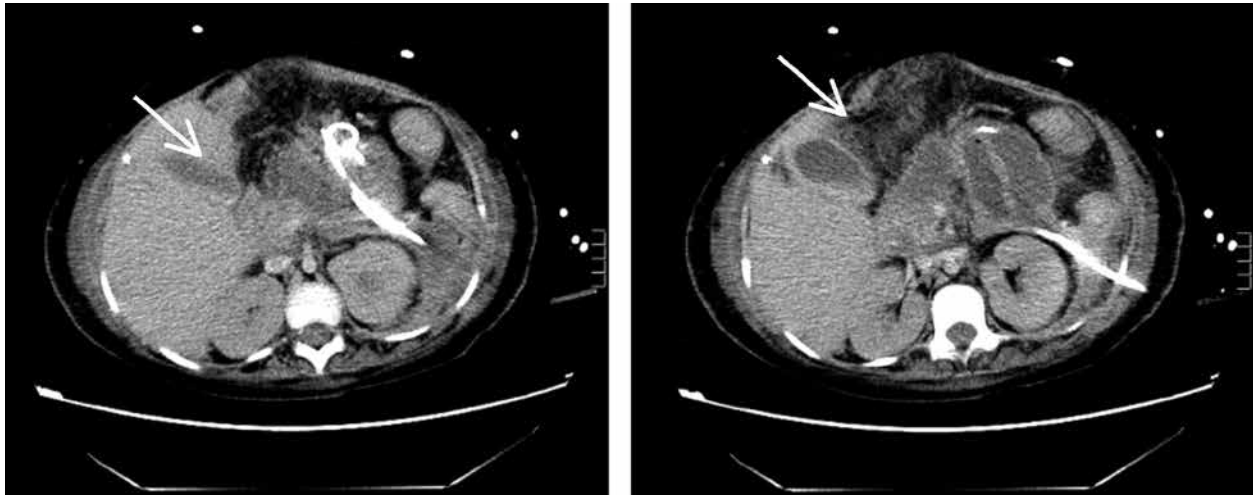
TAC abdominal que muestra cambios graves en celda pancreática con desestructuración glandular, múltiples áreas hipodensas en relación a necrosis y líquido libre denso, en relación con pancreatitis necrótico-hemorrágica grave. Se visualizan drenajes abdominales.
